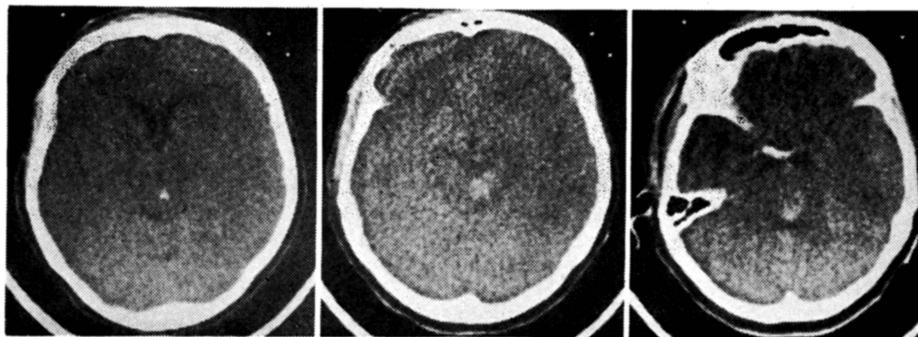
Caso J.N.: tomografia computadorizada do encéfalo. À esquerda, zona hiperdensa (sangue) na região do aqueduto de Sylvius. No meio, hematoma na calota (teto) e tegmento mesencefálico direito. À direita, hematoma no tegmento mesencefalo-pontino alto; o corte mais abaixo é normal.
